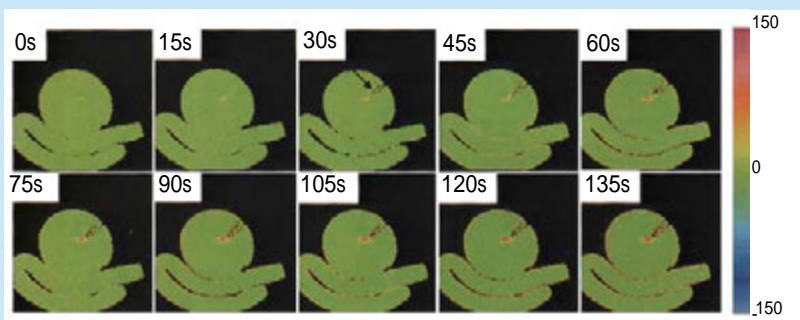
CTガイドによるブタ摘出椎間板レーザー照射時のCT画像
